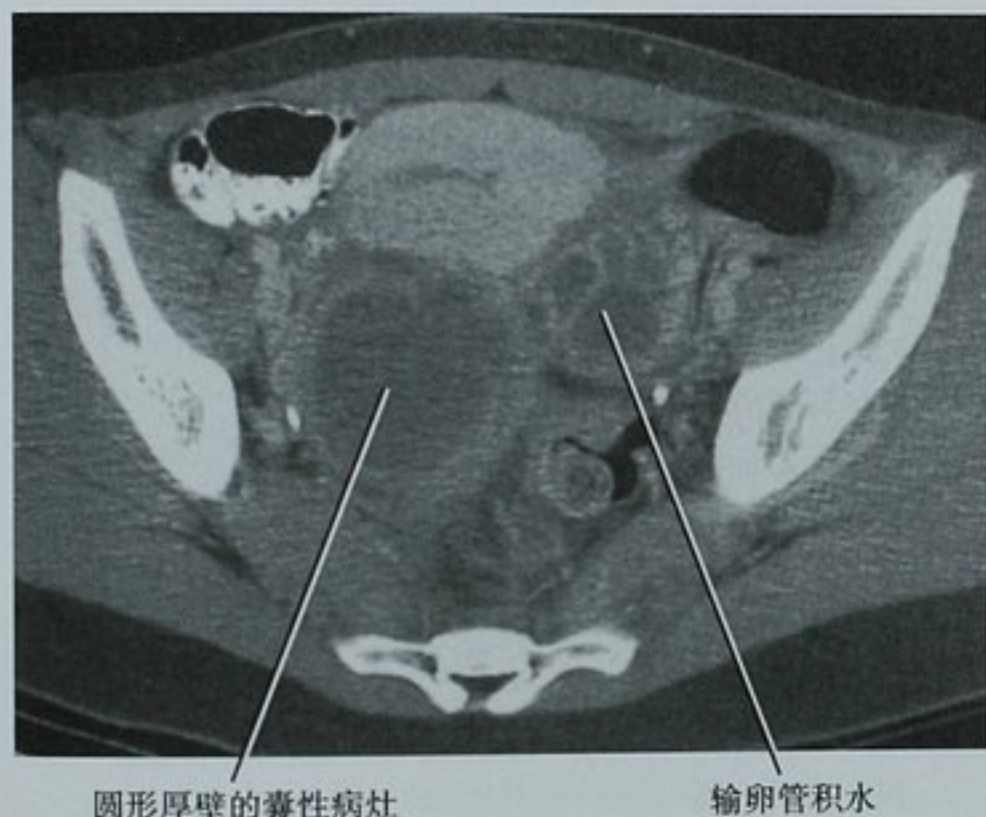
有盆腔疼痛和发热症状的 24 岁妇女的横断面 CT 图像显示左侧输卵管积水和右侧一更圆、壁更厚的囊性病灶。腹腔镜证实为双侧卵巢输卵管脓肿
